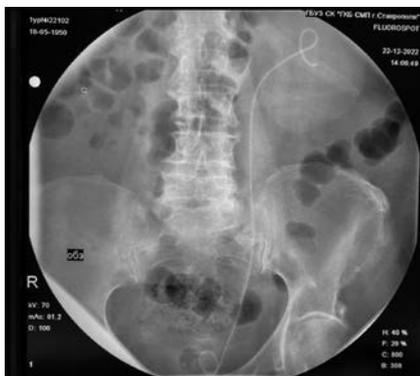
Обзорная урография пациентки Р. Внутреннее дренирование левой почки. В левом мочеточнике контрастируется успешно установленный мочеточниковый стент. Конкремент в верхней трети мочеточника не визуализируется из-за его низкой плотности (рентген негативный).
